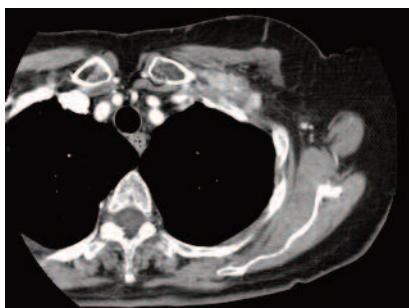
Acquisizione TC dopo somministrazione di Mdc. Nello stretto toracico superiore in sede anteriore sinistra, lungo il fascio vascolo-nervoso, si visualizza tessuto solido a margini irregolari, del maggior asse latero-laterale di 52 mm, antero-posteriore di 29 mm e cranio-caudale di 45 mm, disomogeneo contrast enhancement. Tale formazione ingloba i vasi succlavi, in particolare infila ed occlude la vena succlavia a tale livello.
